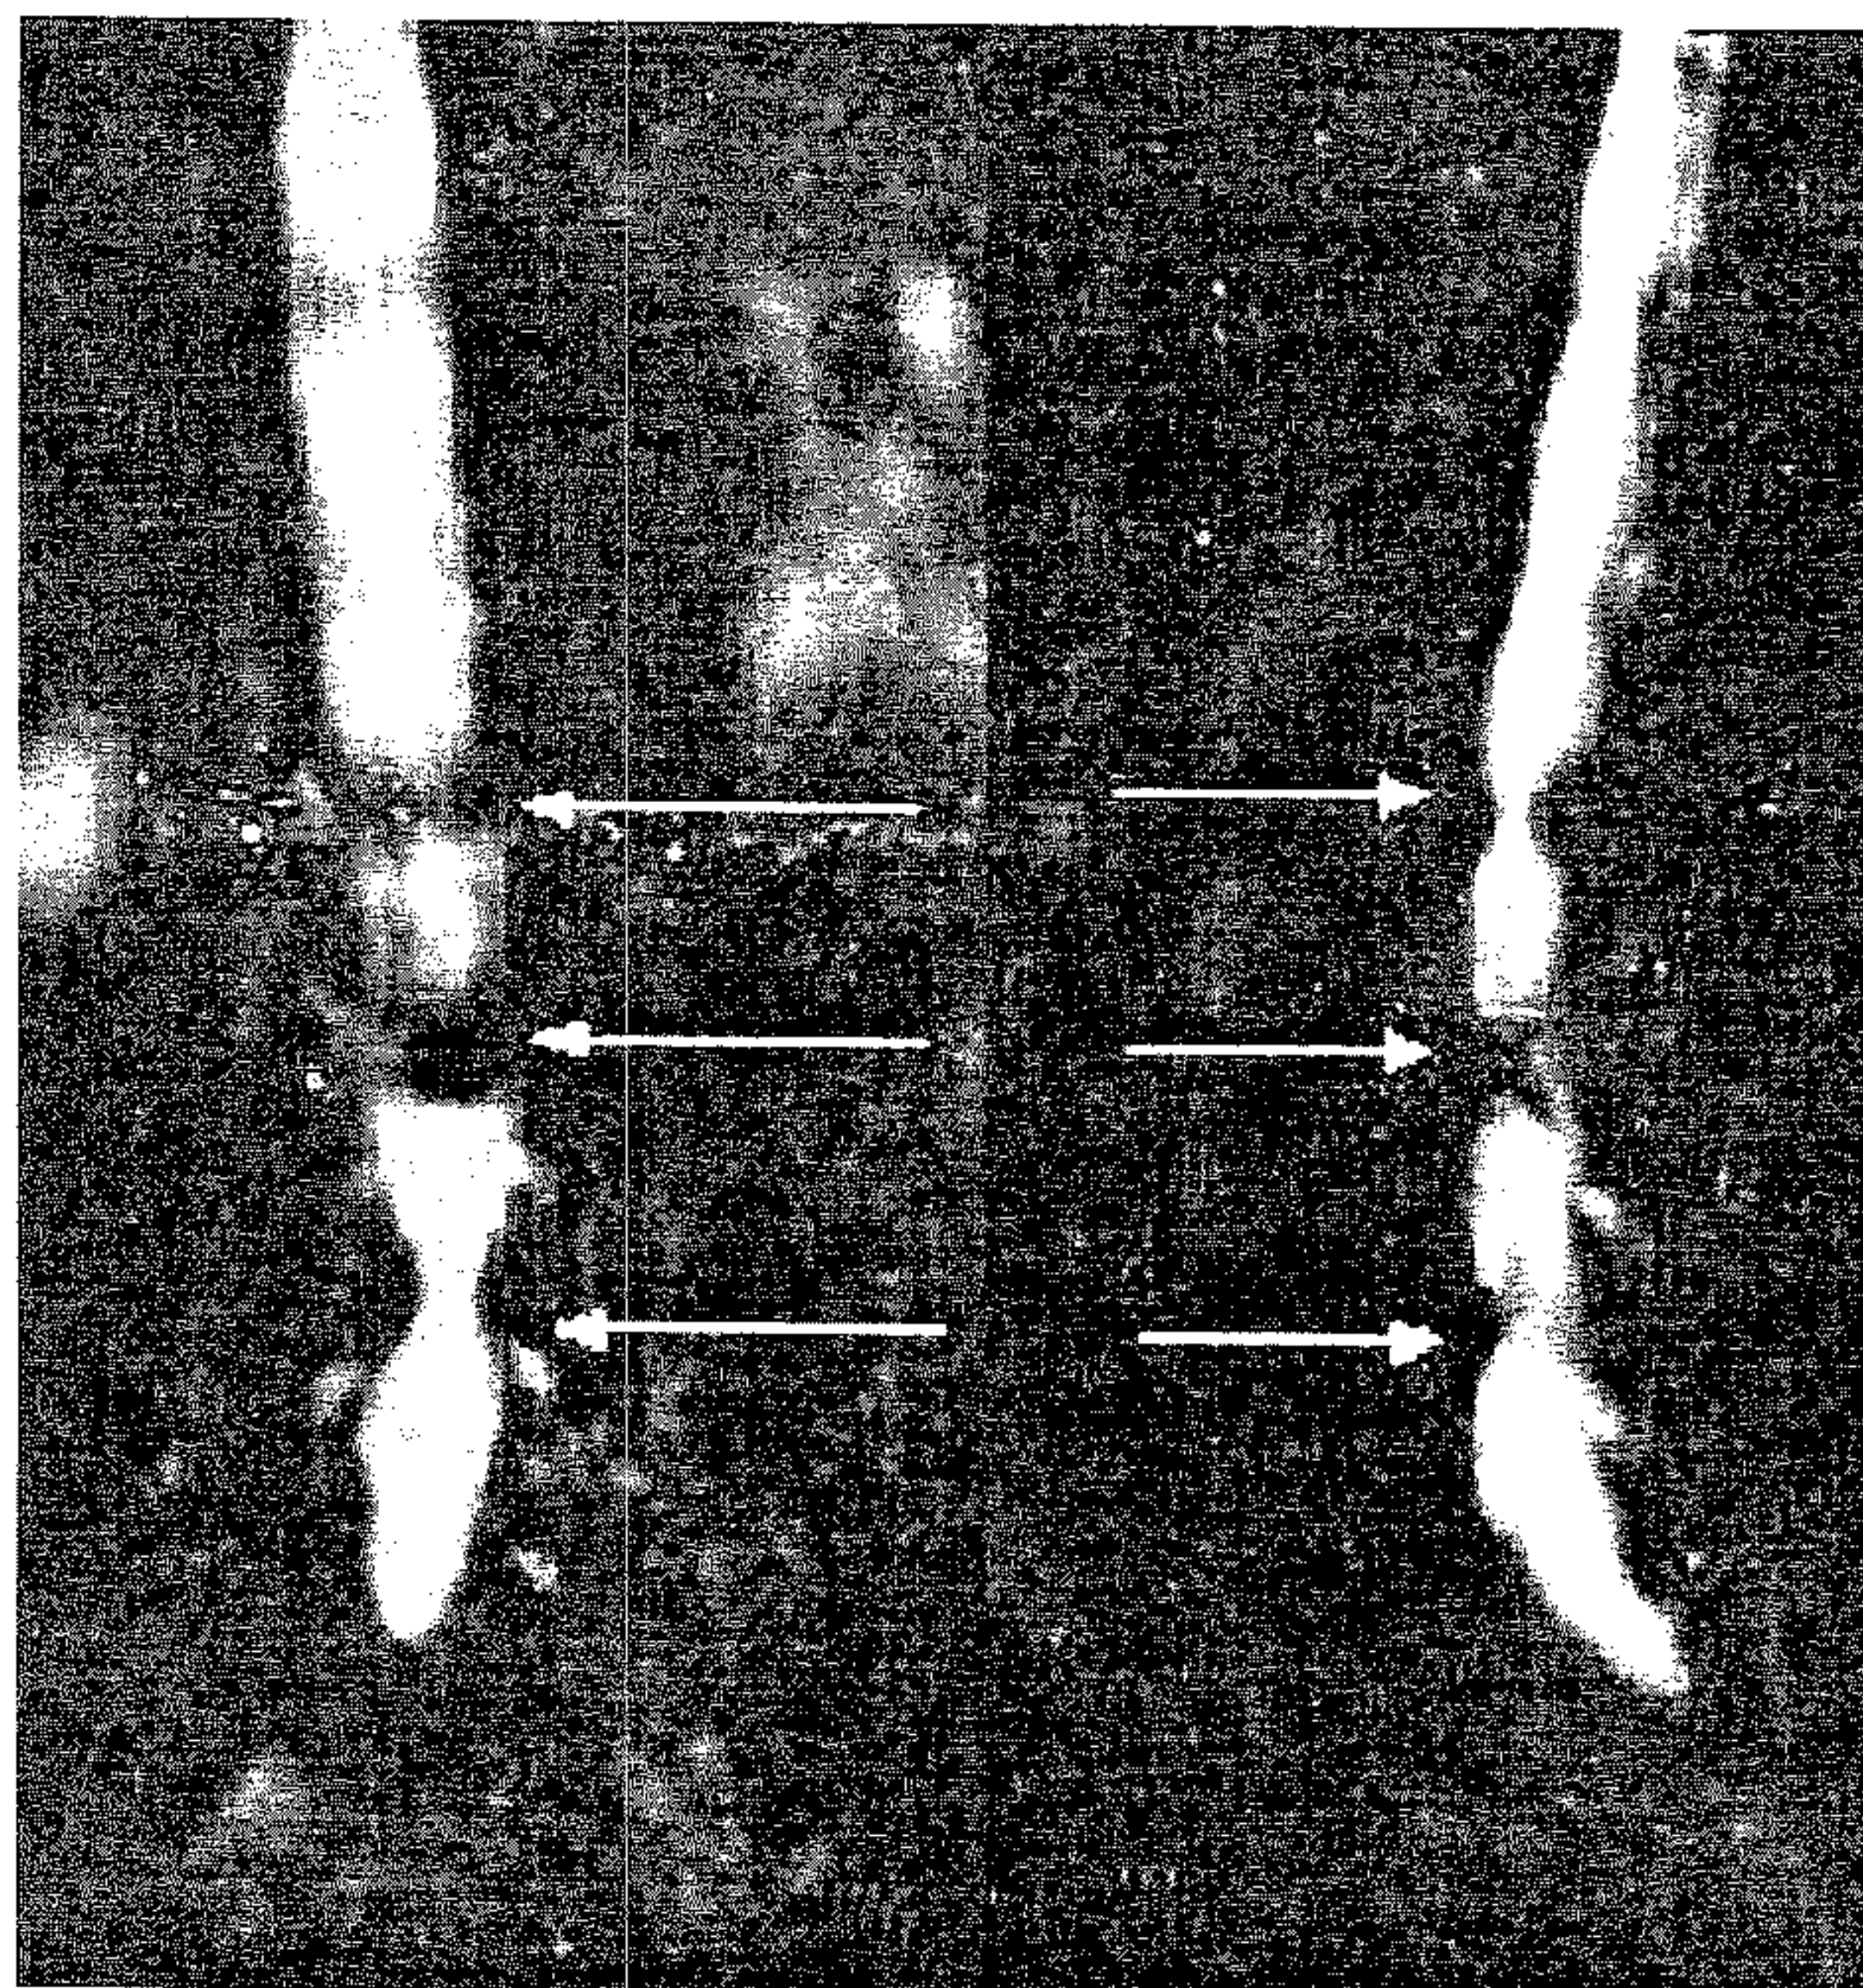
Pacient B.A., 67 ani. Examen RMN. Imagine mielografică evidențiind stenoză canalului lombar la trei nivele, deosebit de severă la L3 și L4.
